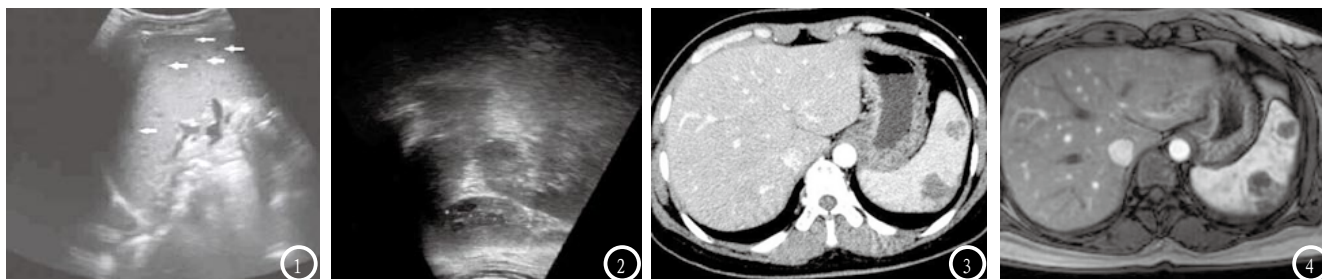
2为脾肿大伴粟粒样脾结核超声影像图,图1超声影像显示病灶呈粟粒样结节弥漫性分布,病灶大小均<1cm,最小结节0.2cm左右。图2为原发卵巢癌患者恶化为脾脏转移瘤。图3为CT增强扫描,提示脾脏及肝脏病灶内可见多发粟粒状低密度无强化灶,且脾脏肿大并伴其多发占位。图4为CT增强扫描,提示脾脏肿大,脾脏富血供占位。
